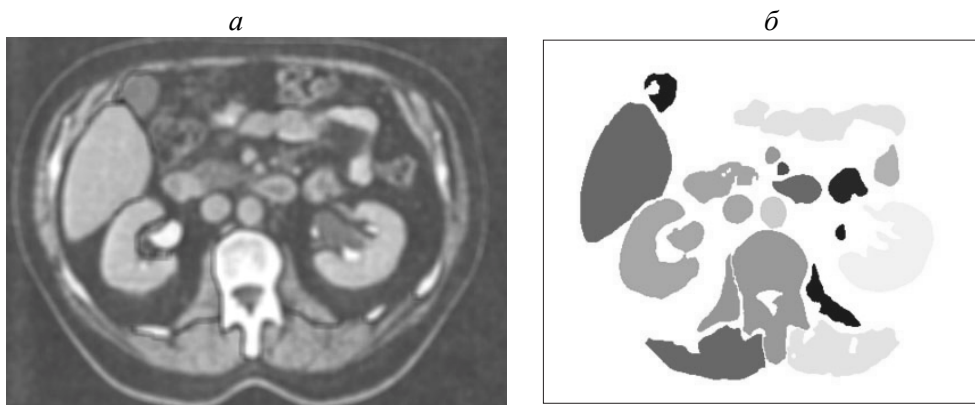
Слой КТ-изображений (а) и выделенные органы (б)
